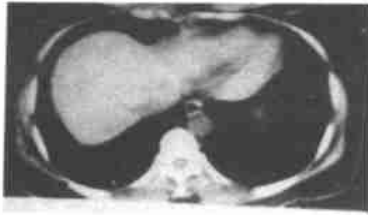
肺底层面(第 10 胸椎水平)CT 象 WW 300HU, WL 50HU(纵隔窗)
